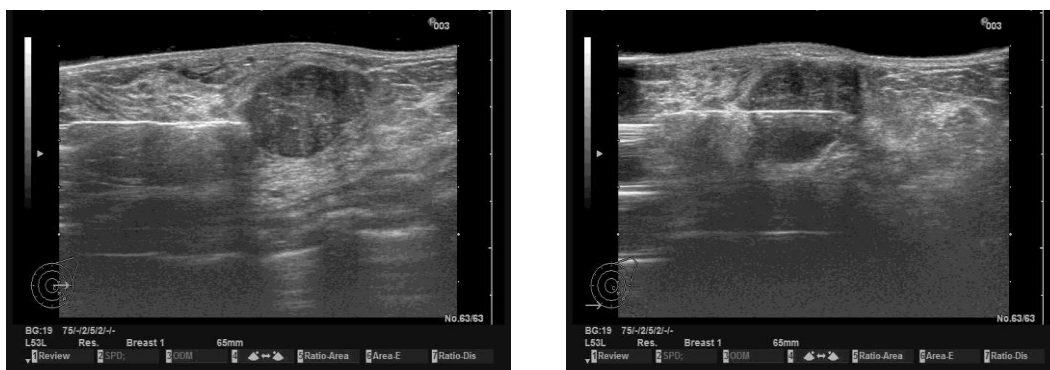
Biopsie instrumentală sub ghidaj ecografic
